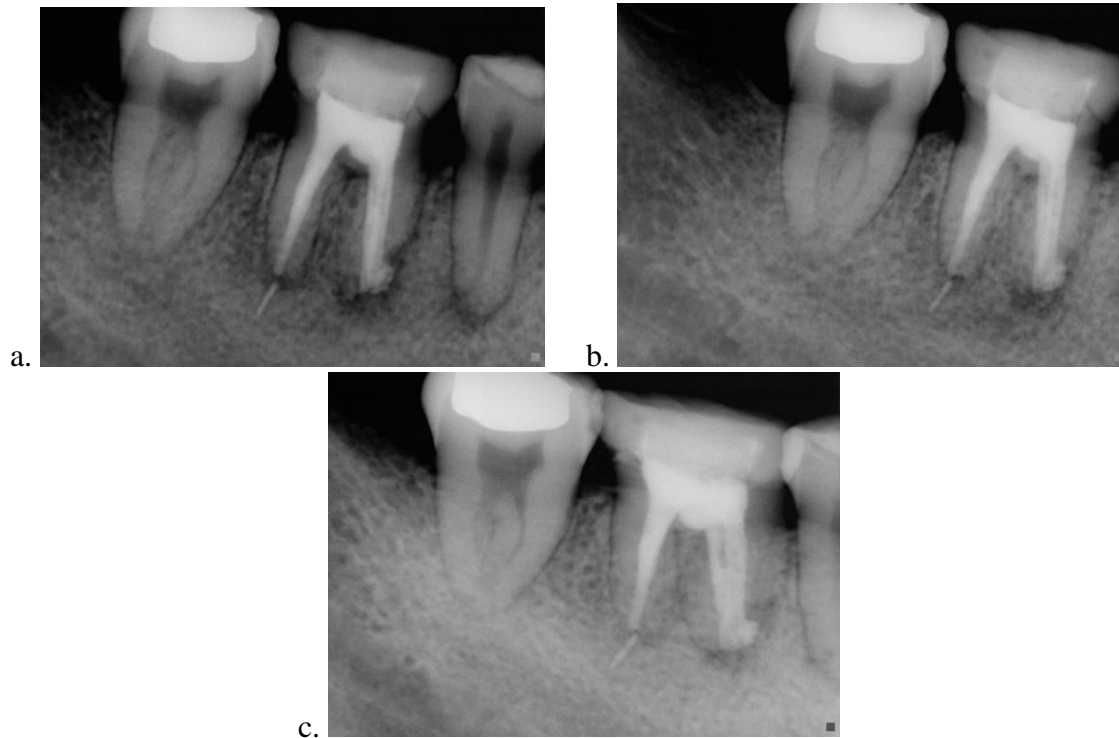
Radiografías de control a. A los 6 meses, b. A los 12 meses y c. a los 18 meses
